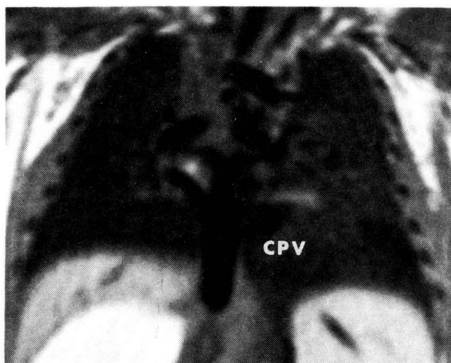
症例3 (Darling分類III型)のspin echo 法 MRI 冠状断面像。
